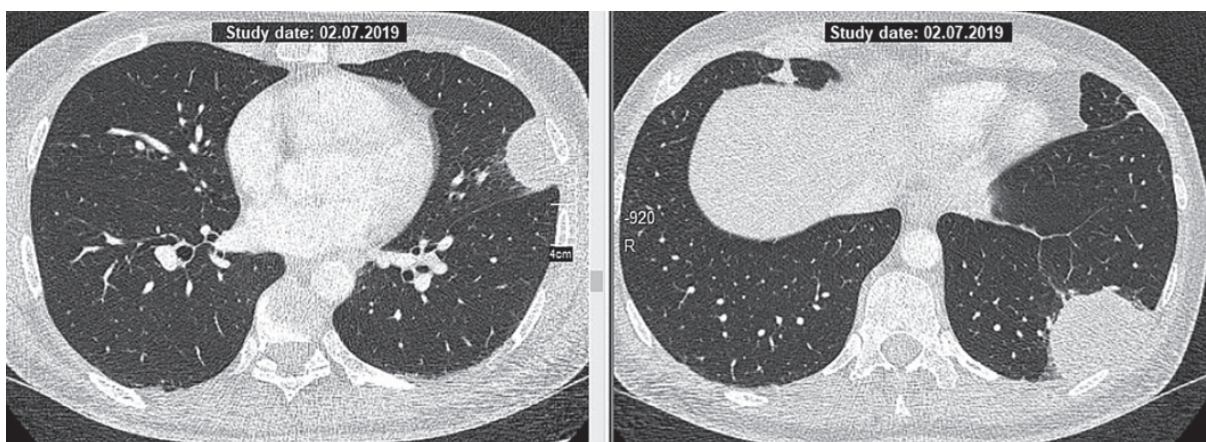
КТ пацієнтки Б. (первинне обстеження)
